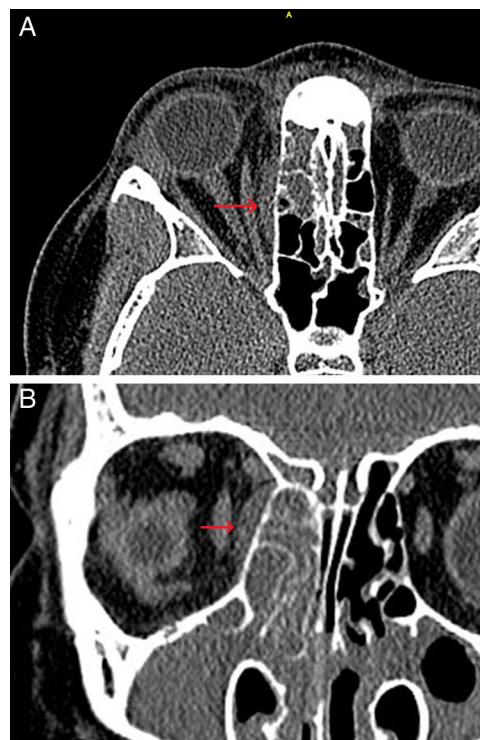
Imágenes que corresponden a una TC de senos de un varón de 13 años. A) Corte axial que muestra una colección subperióstica derecha en forma de semiluna de localización medial en la lámina papirácea y su periostio, respetando la musculatura ocular. B) Cortes coronales del mismo paciente.
